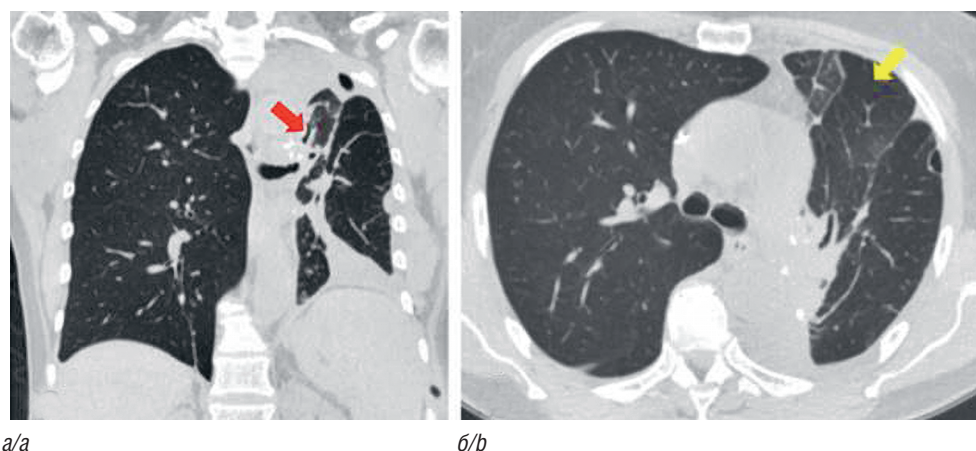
КТ грудной клетки в нативную фазу сканирования: *a* — фронтальный срез; просвет язычковых бронхов (красная стрелка); *b* — аксиальный срез; расправленная средняя и нижняя доли левого легкого с признаками восстановления воздушности паренхимы (желтая стрелка) (фото из архива авторов)
